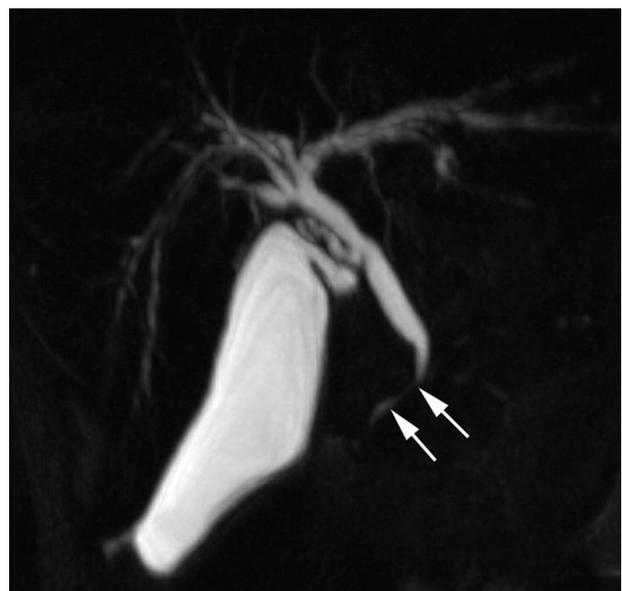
Bili-IRM: sténose du bas cholédoque indiquée par les flèches.
